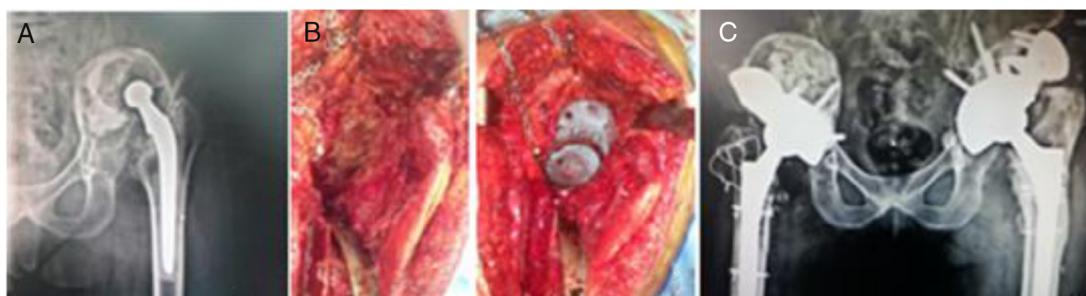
Revisão bilateral de artroplastia total do quadril. A, radiografia pré-operatória do quadril esquerdo com grave defeito acetabular Paprosky 3 B; B, foto perioperatória de uso da cunha de material trabeculado; C, radiografia panorâmica de bacia pós-operatória.
